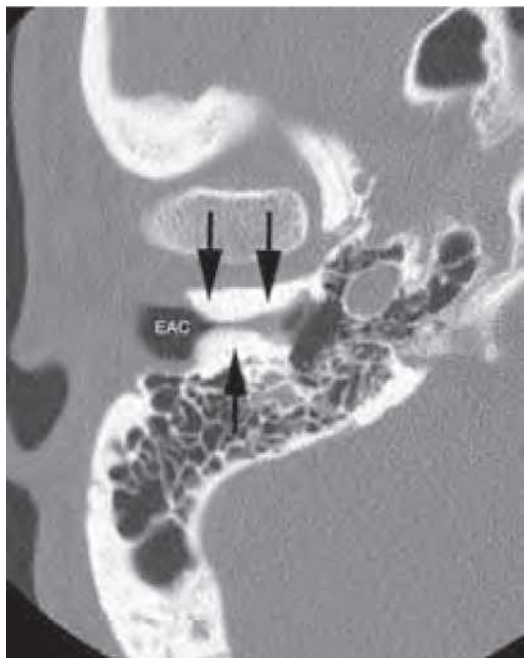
Exostoză („urechea scafandru”). Tomografie computerizată axială (CT) cu fereastră osoasă care arată o îngustare marcată a canalului auditiv extern (CAE) din cauza creșterii osoase excesive (săgeți negre) corespunzătoare exostozei. Țesutul moale anormal este secundar cerumenului compactat. Partea opusă (neprezentată) a fost identică.
